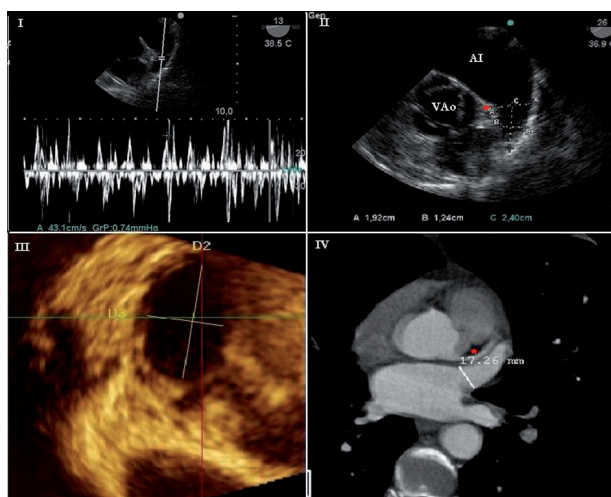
Arriba, izquierda: Doppler transesofágico interrogando el flujo de la OI (velocidad 42 cm/seg). Arriba, derecha: imagen ecocardiográfica 2D sumamente útil para efectuar mediciones del diámetro ostial (línea puntada A), así como de la extensión de la OI (línea puntada C). Abajo, izquierda: reconstrucción tridimensional del ostium de la OI. Abajo, derecha: imágenes angiotomográficas de la OI; nótese la relación de la OI con la arteria circunfleja.
